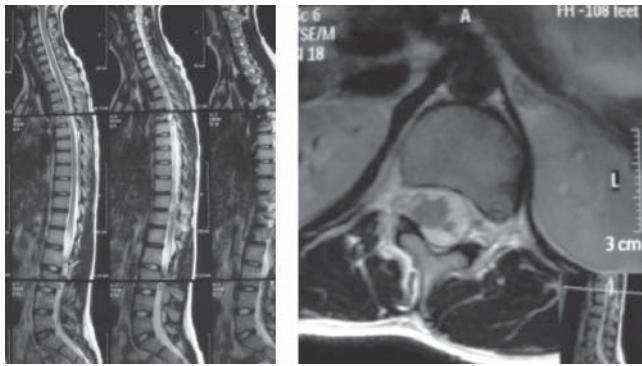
Imágenes de resonancia magnética.
